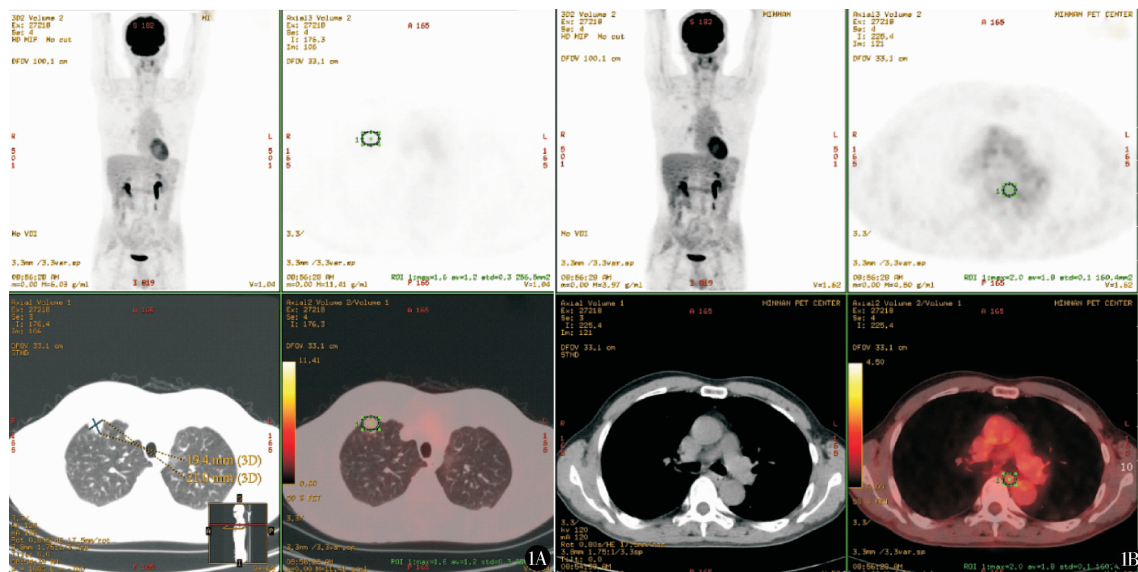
同一患者术前 PET-CT 及胸部 CT,提示右上肺结节(A)和食管中下段占位(B),未见远处转移征象
